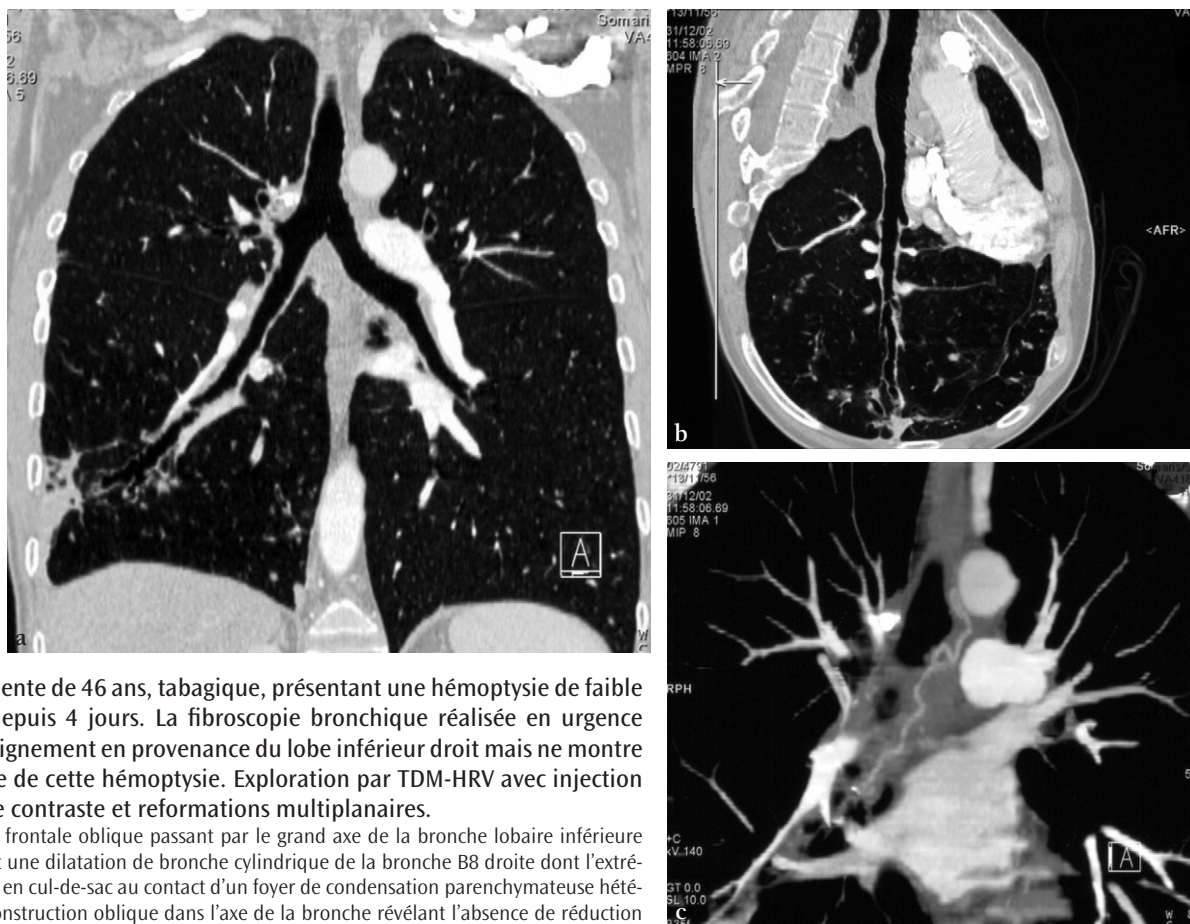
Patiente de 46 ans, tabagique, présentant une hémoptysie de faible abondance depuis 4 jours. La fibroscopie bronchique réalisée en urgence montre un saignement en provenance du lobe inférieur droit mais ne montre pas l'étiologie de cette hémoptysie. Exploration par TDM-HRV avec injection de produit de contraste et reformations multiplanaires.
